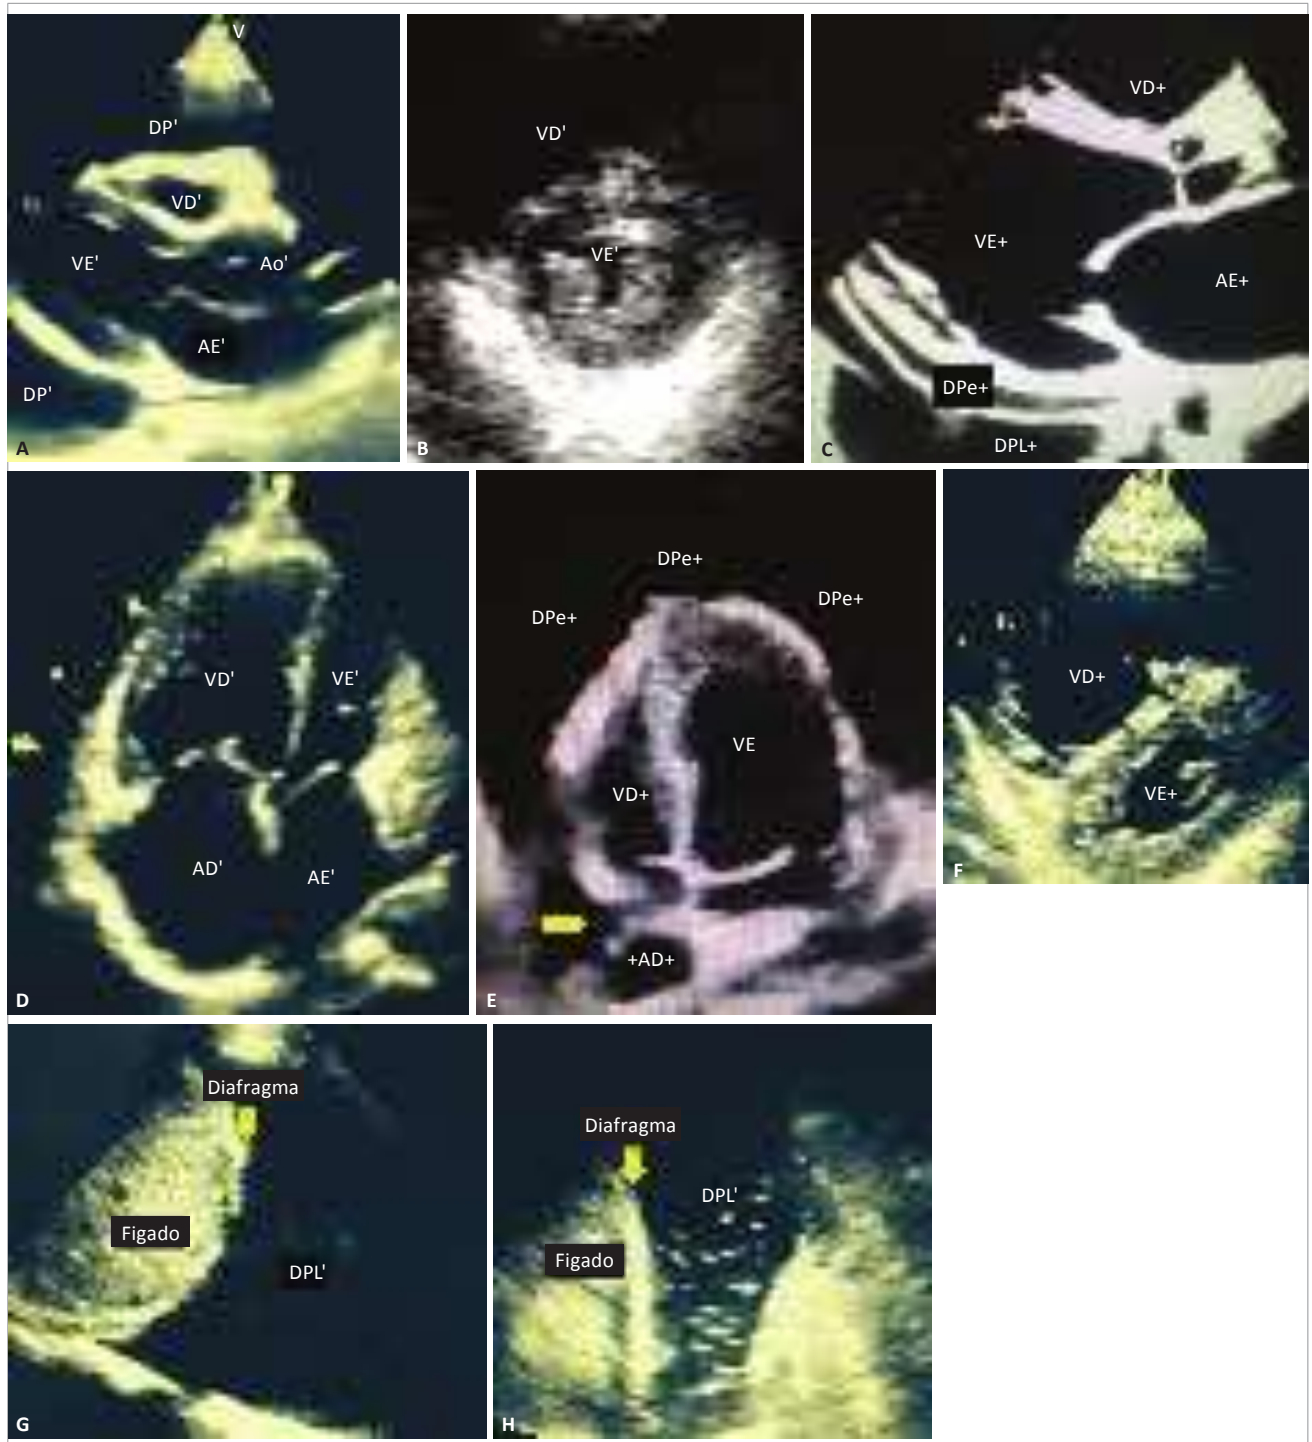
Imagens com alterações patológicas identificadas nas projeções básicas do protocolo FATE. (A), (B) e (C) Paraesternal longitudinal. (D) e (E) Apical 4 câmaras. (F) Paraesternal transversal. (G) e (H) Pleurodiafragmático. (A) Derrame pericárdico volumoso (DP). (B) Ventriculo esquerdo (VE) com obliteração luminal telessistólica (“sinal do beijo”) sugestiva de hipercontratilidade e hipovolemia. (C) Aumento de ventriculo esquerdo associado a derrame pericárdico (DPe)’, anterior à aorta descendente (asterisco), além de derrame pleural (DPL) posterior à aorta descendente. (D) Aumento importante de ventriculo direito (VD) e átrio direito (AD). (E) Derrame pericárdico (DPe) importante com sinais de colapso de câmaras direitas (ver seta). (F) Aumento de ventriculo direito com retificação do septo interventricular (movimento paradoxal do septo). (G) Derrame pleural volumoso de aspecto homogêneo. (H) Derrame pleural de aspecto heterogêneo com áreas de consolidação no parênquima pulmonar (à direita) e áreas de superfície irregular na transição parênquima pulmonar-derrame pleural (“sinal da colcha de retalhos”).
